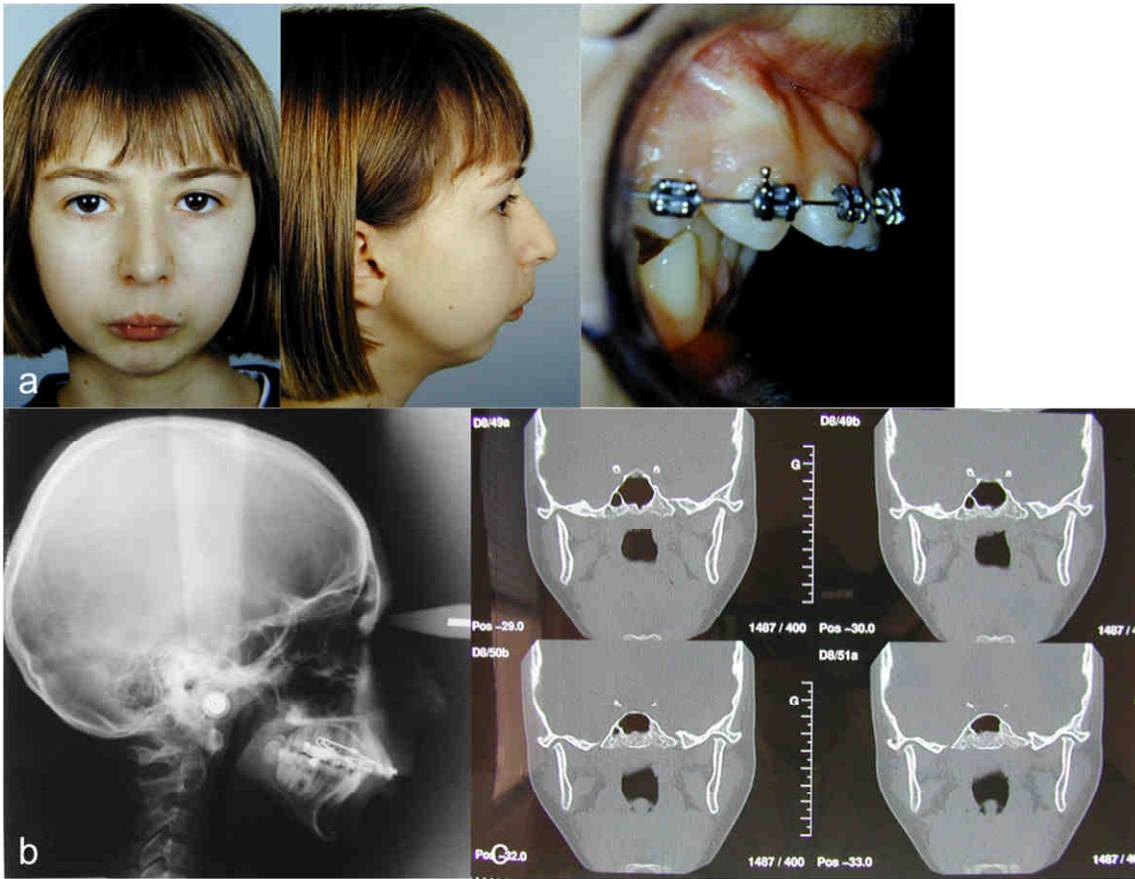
(a) Enfant porteuse d'une polyarthrite juvénile avec une atteinte bilatérale des ATM, un menton centré, mais rétrusif avec une supraclusion. (b) Sur la téléradiographie de profil, l'angle mandibulaire se projette au dessus de l'angle antéro-inférieur de la 2<sup>ème</sup> vertèbre traduisant l'IVP. (c) Sur latomodensitométrie (TDM), les condyles sont inexistants (Documents Pr. Mercier).
